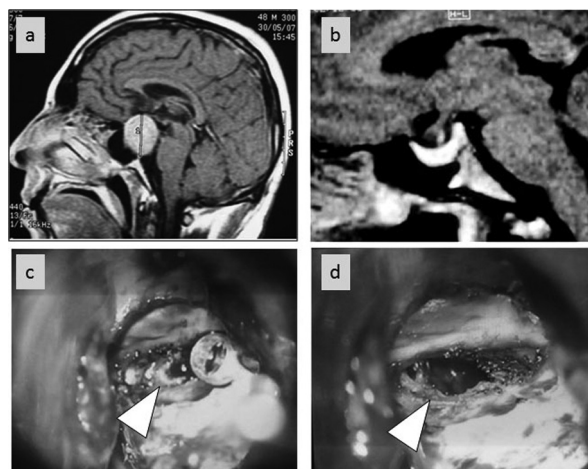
a) RMN sagital de un tumor selar y supraselar b) RMN postoperatoria donde se observa la glándula normal c) fotografía quirúrgica resecano tumor hipofisario d) resección total del tumor, en el fondo se observan restos de glándula sana.
